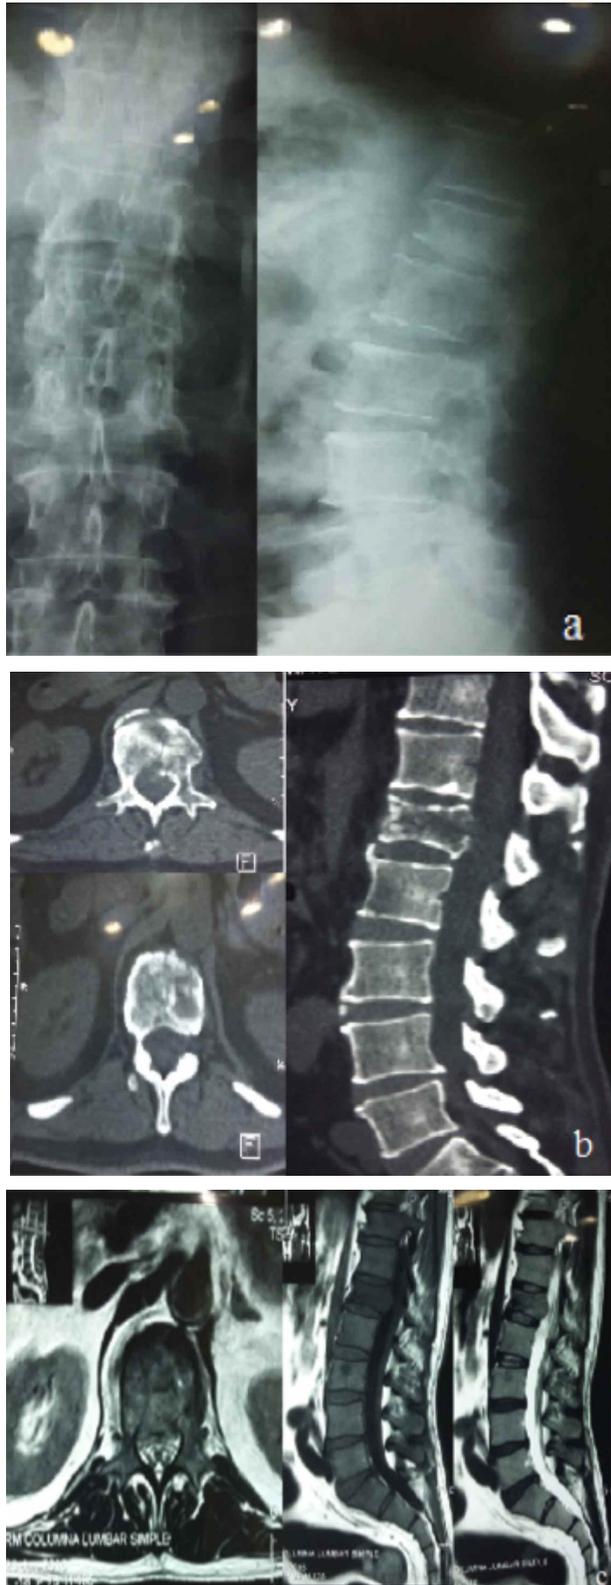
a. Rx AP y lateral de columna lumbar; b. TAC simple de columna lumbar; c. RMN simple de columna lumbar.
